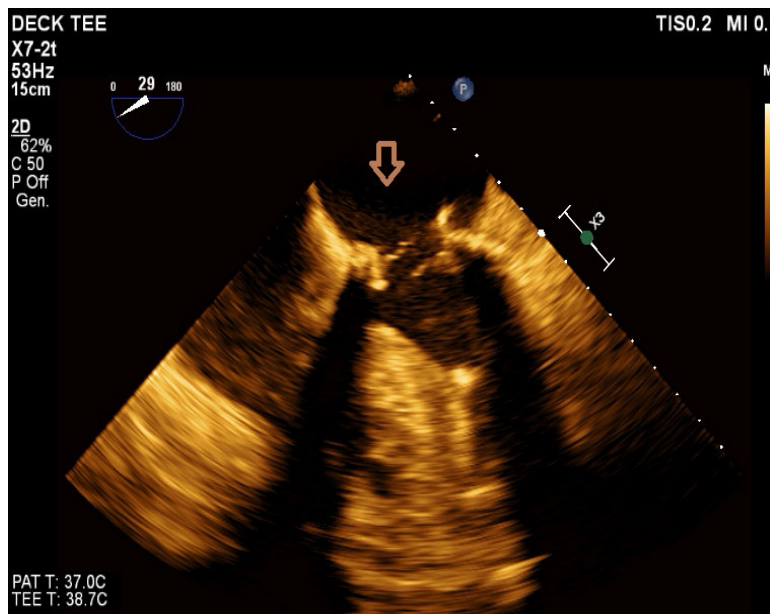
Immagine dell'ecografia Transefagea (TEE) in un paziente con valvola biologica mal funzionante e insufficiente
